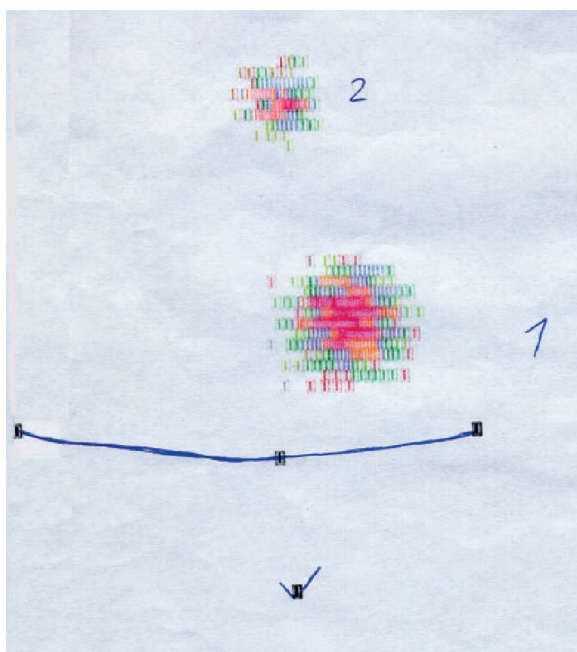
Anterior view planar ^{131}I scintigraphy presents: 1 – left thyroid remnant, 2 – pyramidal lobe (not visible in ultrasound examination). No foci of ^{131}I uptake in the right thyroid bed.
